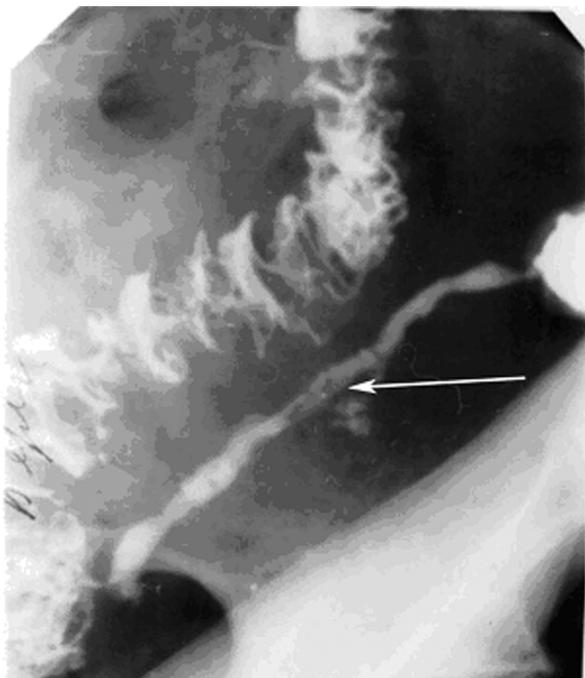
Прицельная рентгенограмма сигмовидной кишки б-ного Н., 34 лет, одномоментная ирриго-фистулография. Дивертикулёз сигмовидной кишки, осложнившийся развитием наружного кишечного свища с полостью (стрелка).
